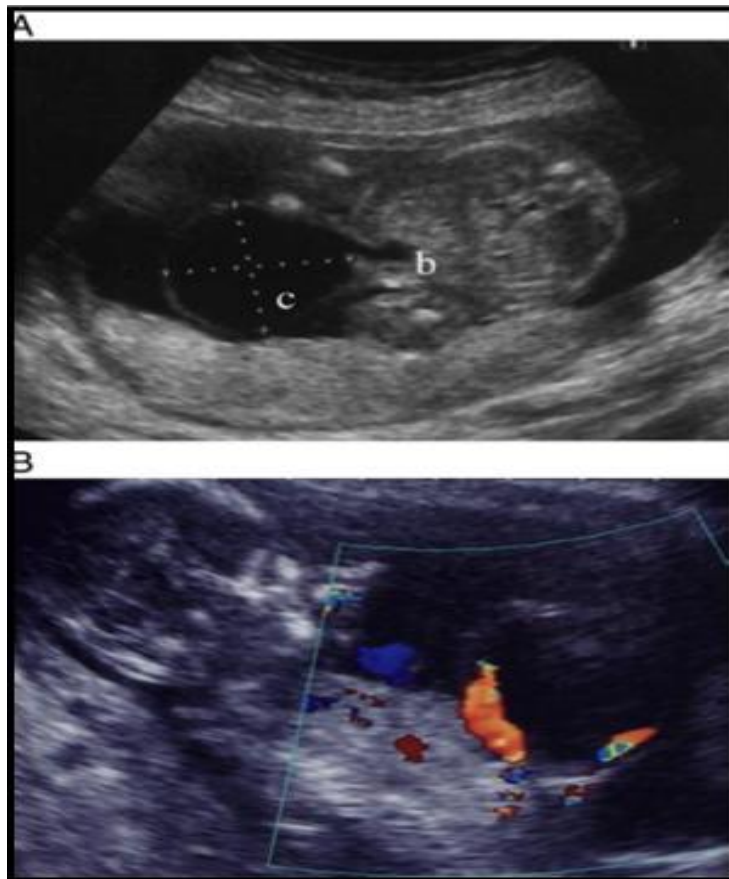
A ; Echographie anténatale à 19 semaine d'aménorrhées: un kyste (c) communiquant avec la vessie(b). B ; Echo doppler a montré que le kyste est situé entre les 02 artères ombilicales à la base du cordon ombilical [39].
